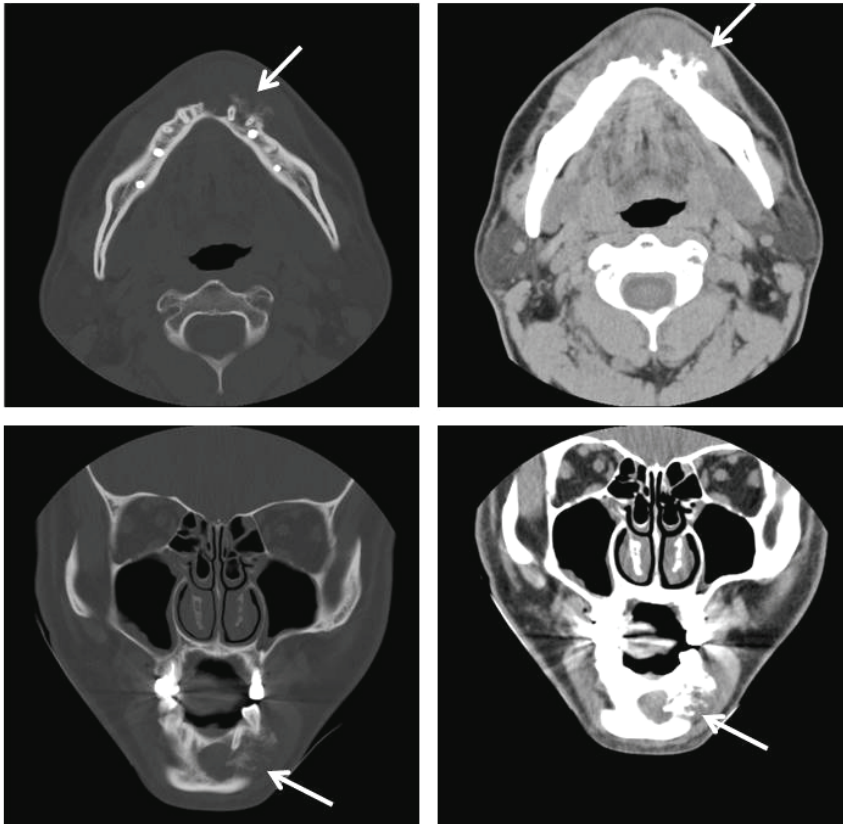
Computed tomographic image shows intrabony osteolytic and osteoblastic admixed lesion which has irregular margin, Buccal cortical bone perforation with new bone formation is also identified (arrow).
